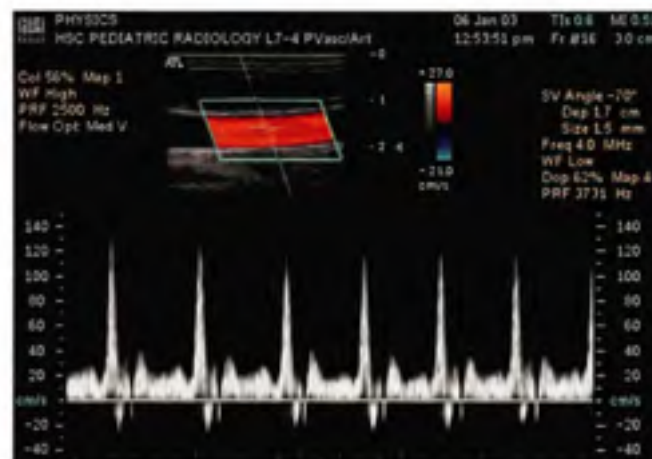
Analyse spectrale d'échographie Doppler.
